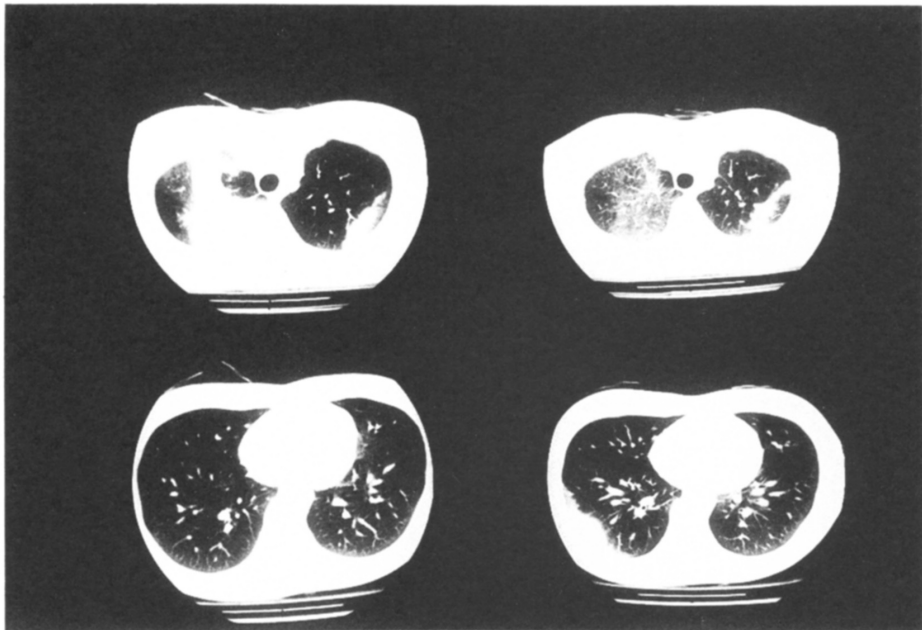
左：外来時胸部CT，右：2週間後胸部CT
